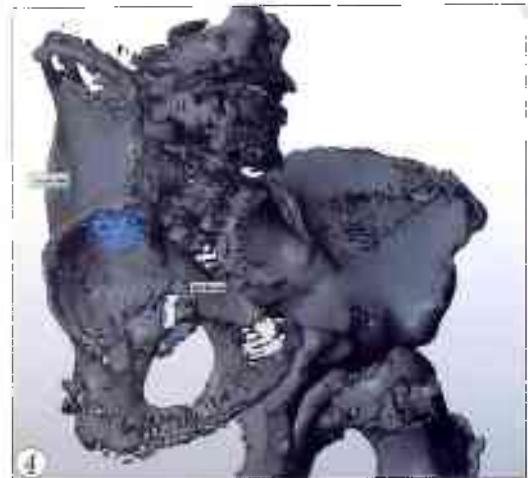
Объемное изображение костей таза, выполненное по результатам МСКТ. Объяснения в тексте.
